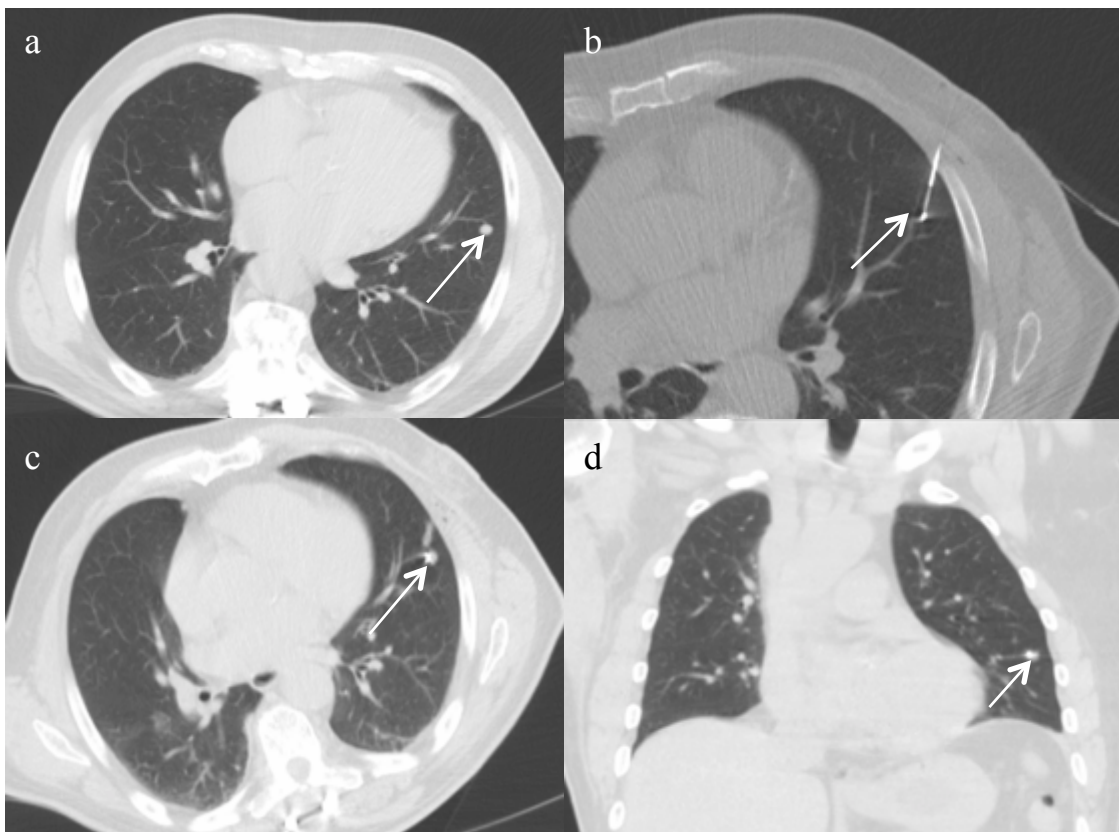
Bilder eines 79-jährigen Patienten mit einer Lungenmetastase eines malignen Nervenscheidentumors in der Lingula des linken Oberlappens. Im nativen CT (a) konnte die Metastase gut lokalisiert werden. Im CT-fluoroskopischen Bild während der Intervention (b) konnte der Radiologe die Implantationsnadel und den Marker erkennen. Der abgesetzte Marker war postinterventionell im axialen CT (c) und der koronaren Rekonstruktion (d) zu sehen.
